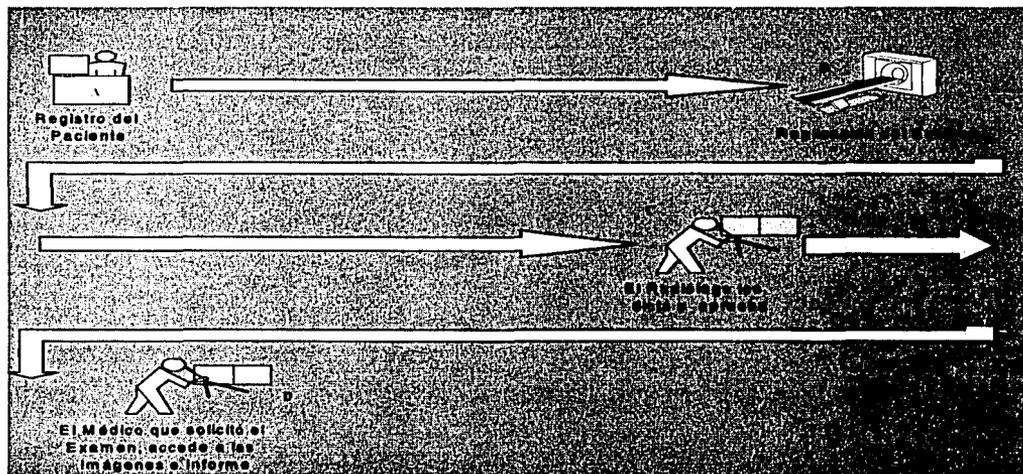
Figura II—17 Flujo de trabajo para un estudio de CT con la utilización de PACS.
